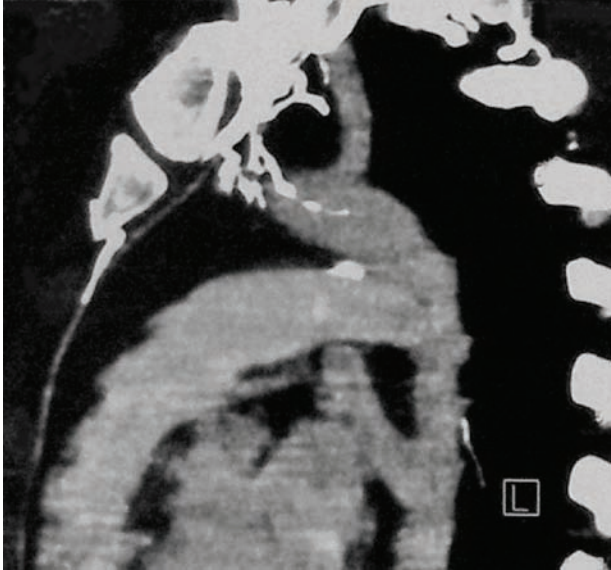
Ангиография средостенных веток внутренней грудной артерии в режиме компьютерной томограммы (КТ) (контрастированные средостенные артериальные ветки)
